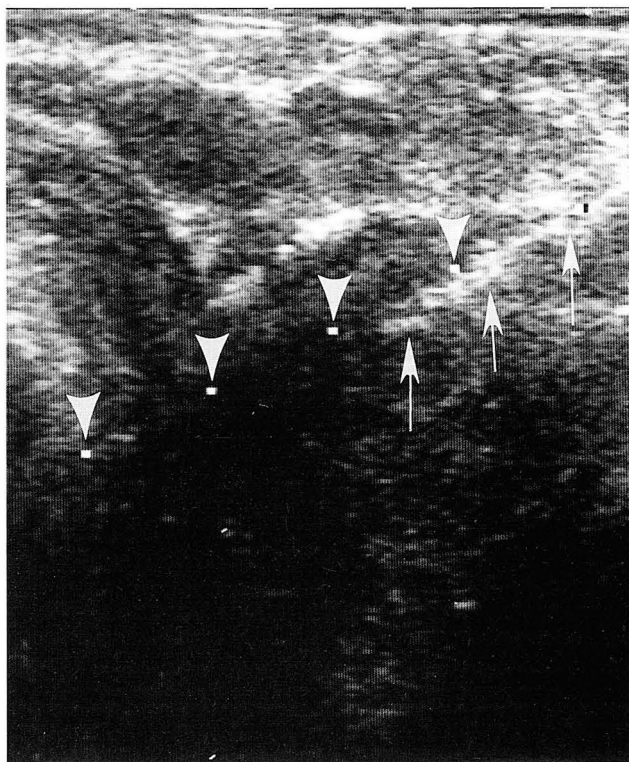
Longitudinal image of sagittally oriented transrectal ultrasonography of the prostate shows echogenic needle tip (arrows) and exact site of tissue extraction more clearly. The puncture line (arrow heads) was projected electronically onto the monitor, as white dots.
